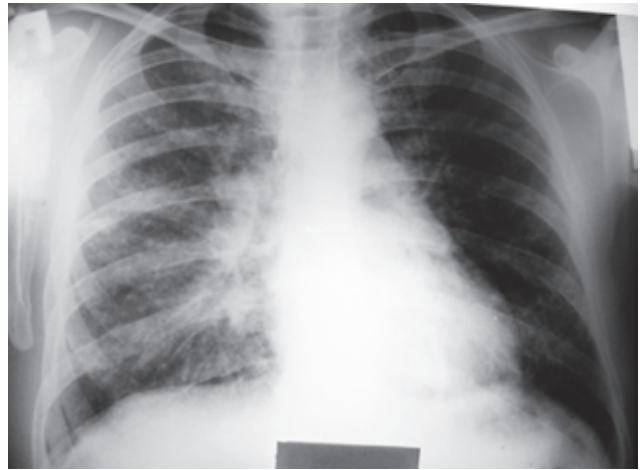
Рентгенография органов грудной клетки от 11.03.2015 г. (описание в тексте)
